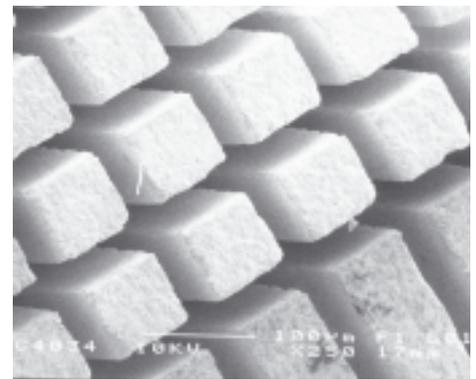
A Diced Single Crystal PZN-PT for Ultrasound 2D array (Courtesy Dr. Thomas John, IBMT).
